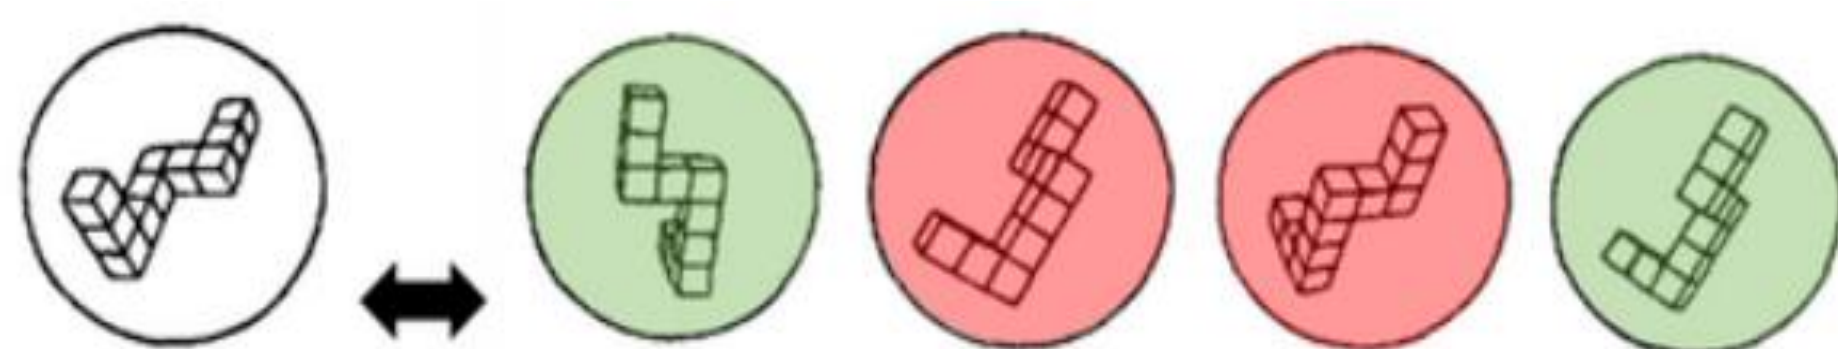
Exemple d'item du MRT
